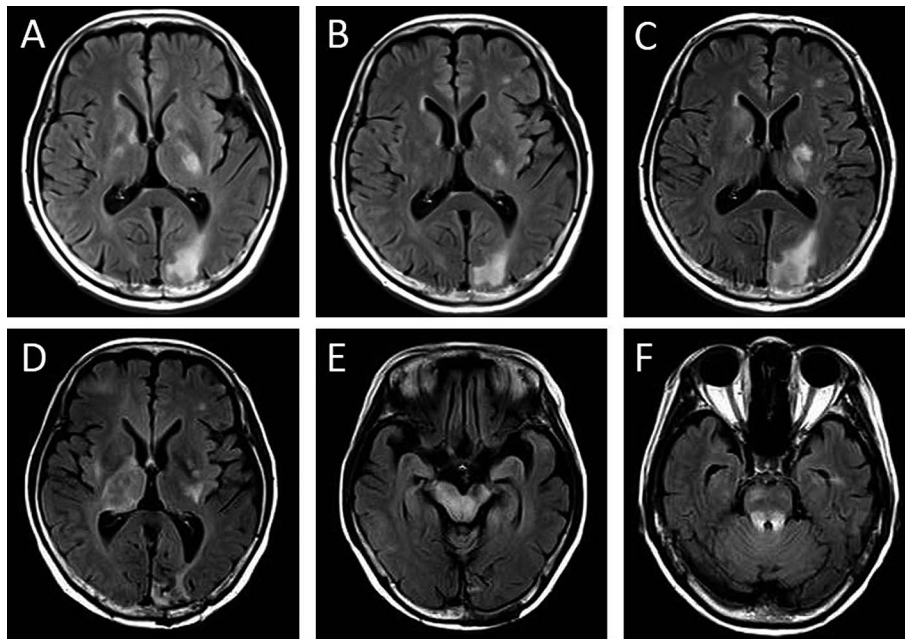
Time course of the brain MRI findings after admission to our hospital. Also see Fig. 2 to compare the MRI findings with the patient's clinical course.
